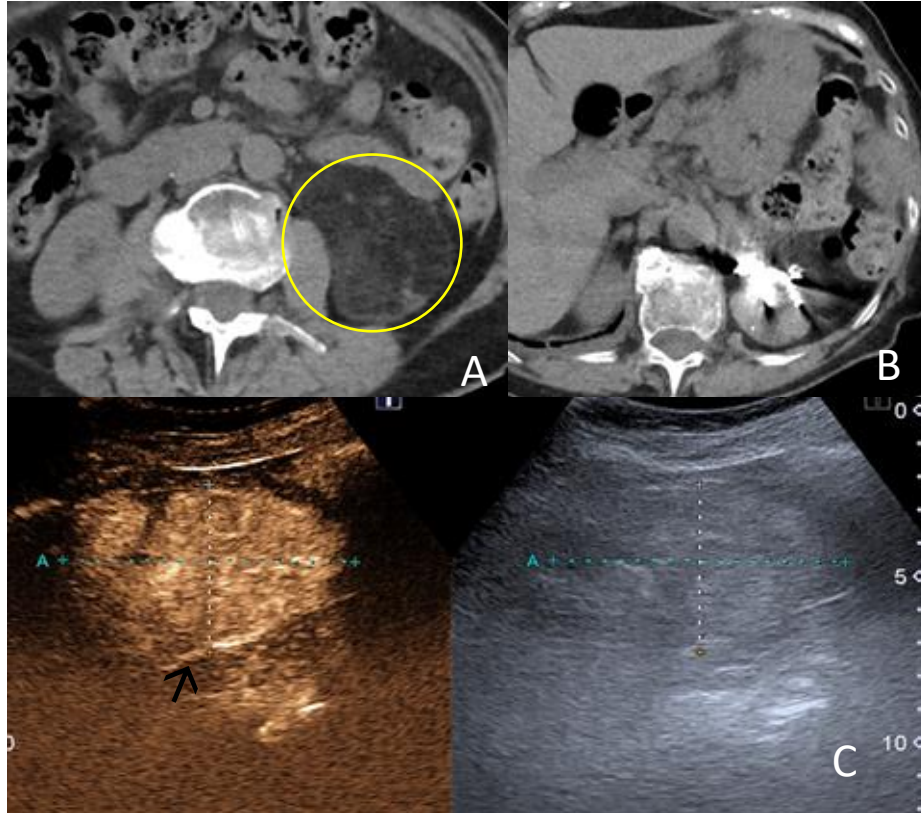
Mujer 76 años. A y B. TC abdominal en el que se identifica una lesión de densidad grasa con crecimiento exofítico, además presenta coils de embolización en tercio superior por angiomiolipoma previo. C. Ecografía con contraste. Lesión hiperecogénica en el riñón izquierdo que tras la administración de contraste intravenoso presenta una marcada captación vascular (→), similar al parénquima cortical adyacente y con lavado más rápido. Podría corresponder con angiomiolipoma muy vascularizado que puede tener riesgo de sangrado.
